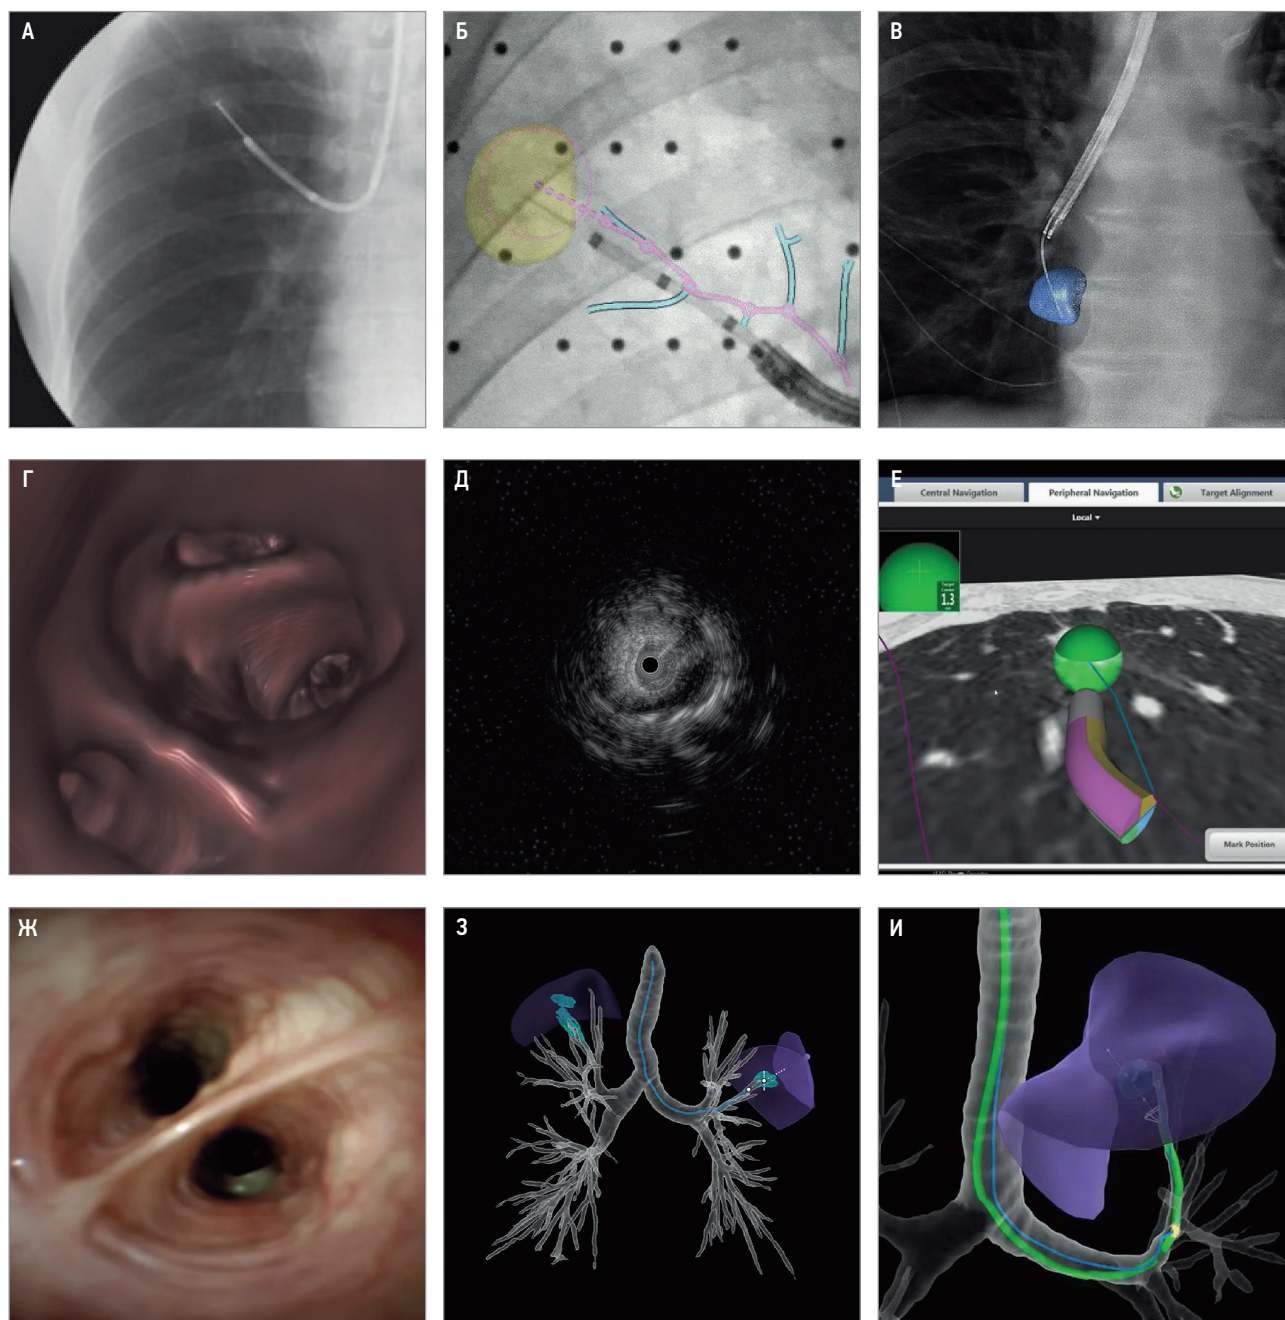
Методики навигационной бронхоскопии: А и Б – классическая и дополненная рентгеноскопия; В – конусно-лучевая компьютерная томография; Г – виртуальная бронхоскопия; Д – радиальная эндобронхиальная ультрасонография; Е – электромагнитная навигация; Ж – сверхтонкий бронхоскоп, диаметр 3,5 мм; З – робот-ассистированная бронхоскопия, этап выбора цели; И – робот-ассистированная бронхоскопия, этап биопсии цели
